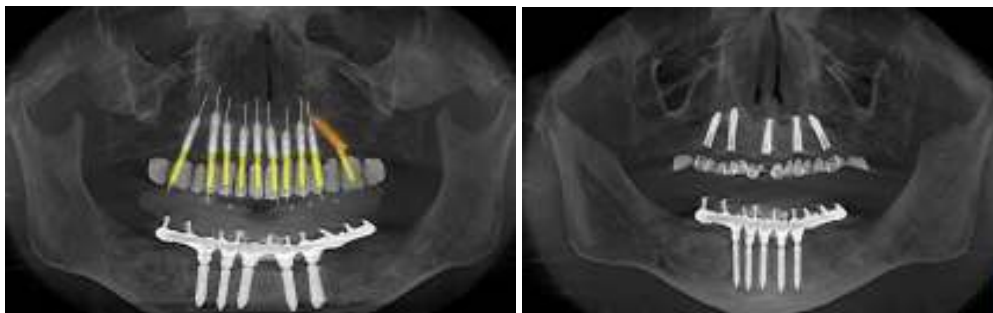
Planejamento no computador e tomografia imediata no pós-cirúrgico.
